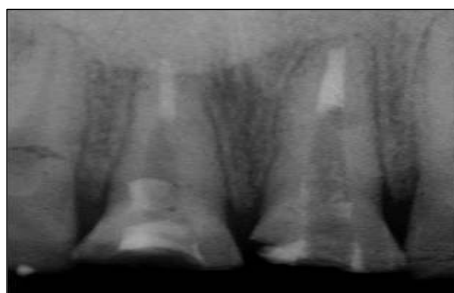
Radiografía post desobturación.
